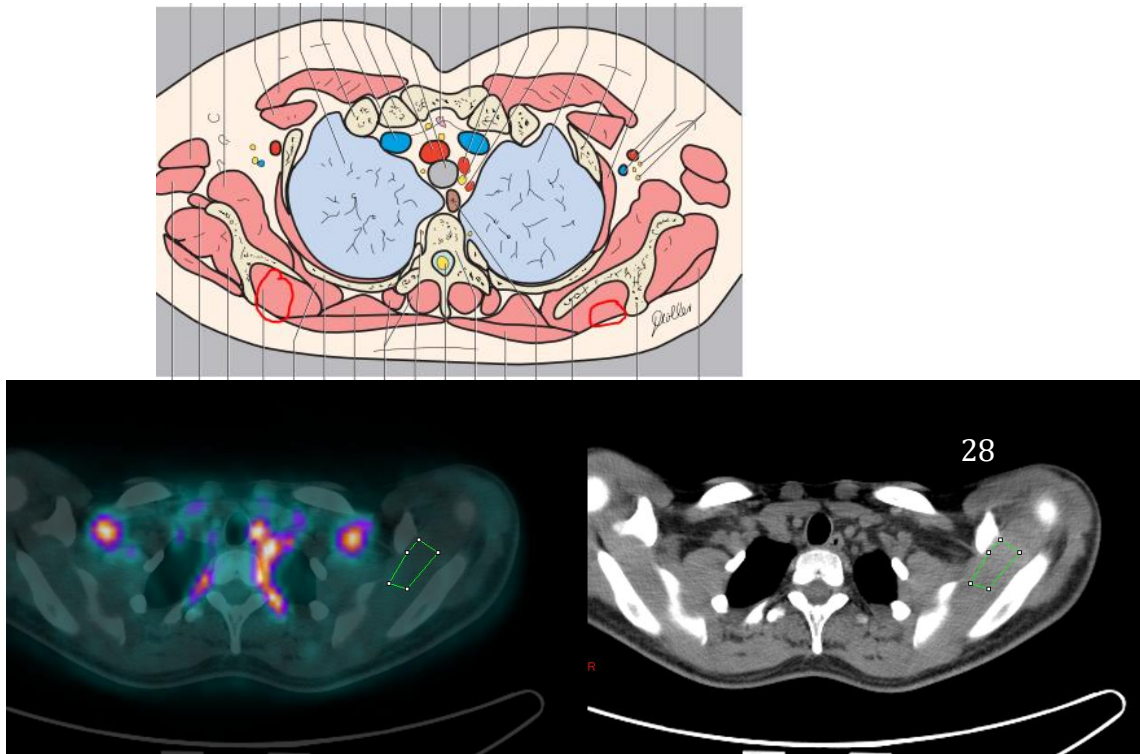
Cuantificación de 18F-FDG en el supraespinoso
